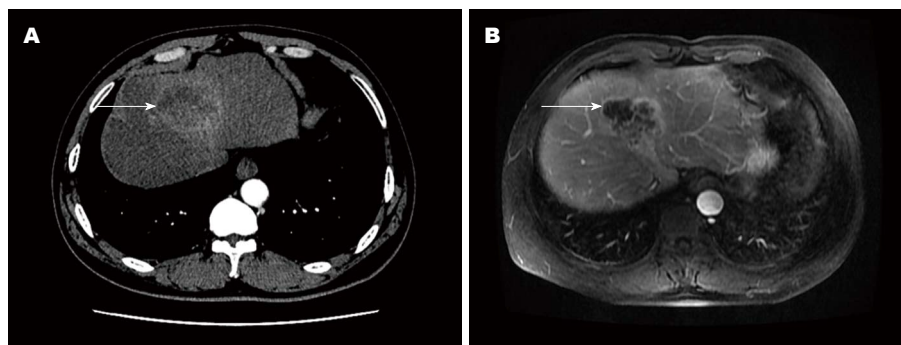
肝内胆管癌, CT及MRI增强早期, 病灶强化不明显。A: 肝内胆管癌增强早期的CT图像; B: 肝内胆管癌增强早期的MRI图像。图中箭头所示为肿瘤病灶。CT: 计算机断层扫描; MRI: 磁共振成像。
